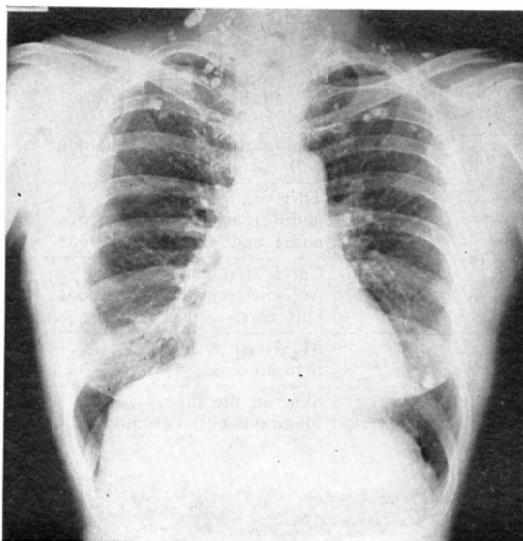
Case 1. Roentgenogram of chest showing many calcified lymph nodes in cervical, clavicular, and axillary regions
